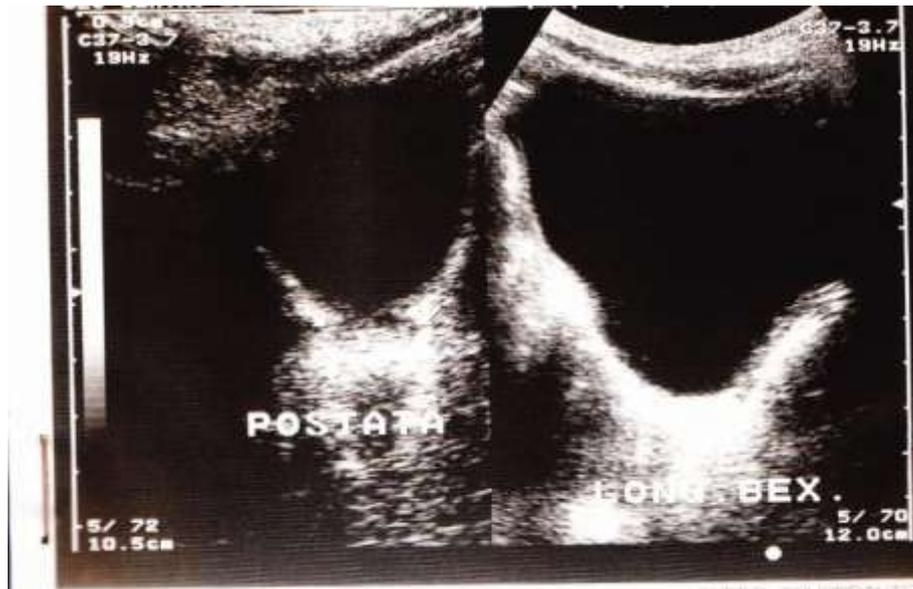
Ultrassonografia de Bexiga e Próstata: Próstata sem sinais de acometimento. Imagem após 5 anos de acompanhamento
